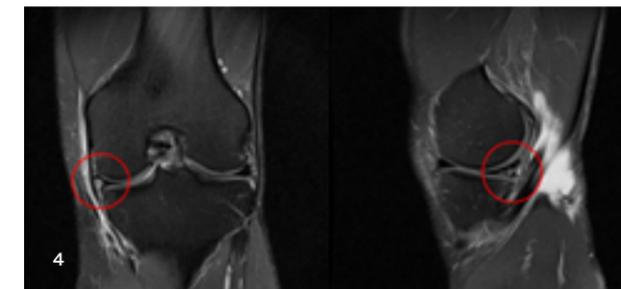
MRT-Bild einer sportassoziierten degenerativen Innenmeniskusläsion nach Volleyball-Leistungssport
